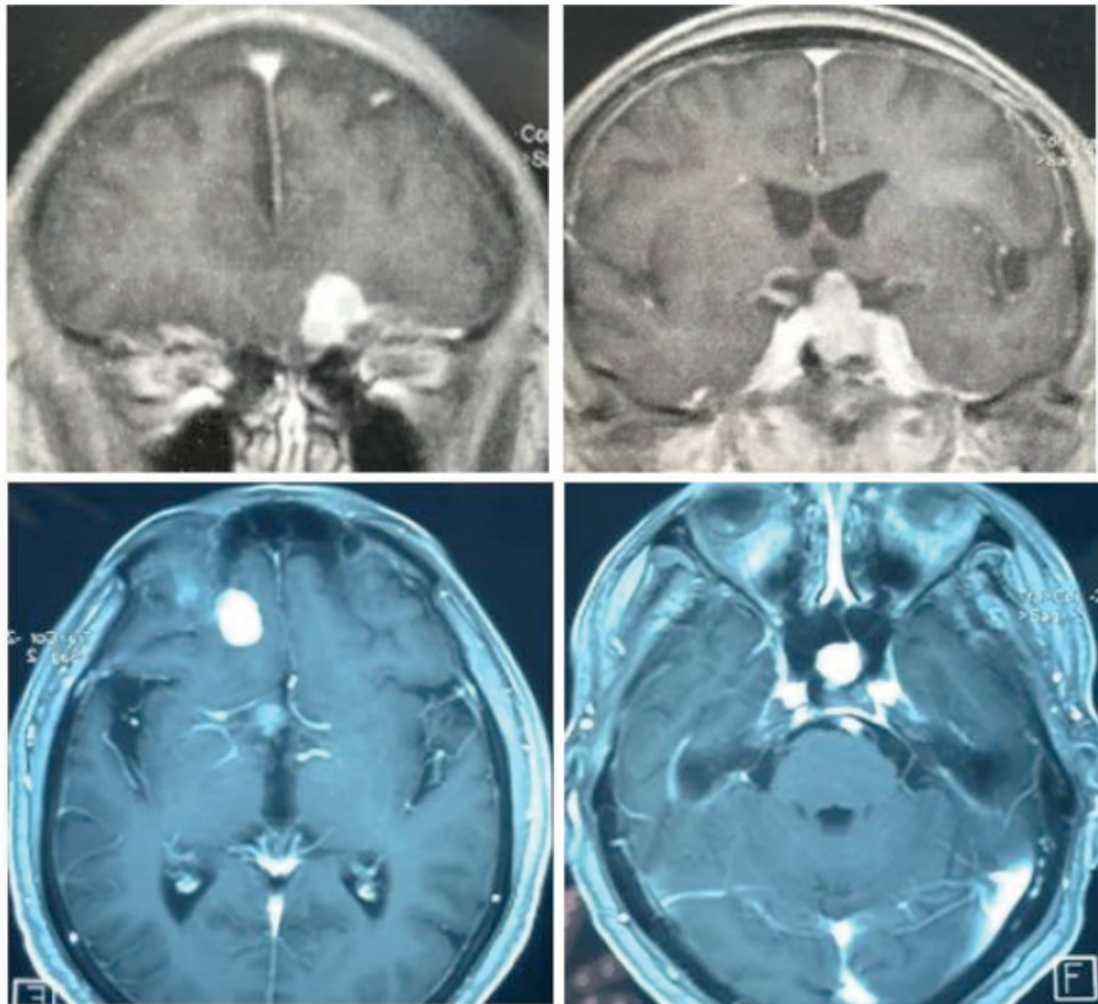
Brain MRI disclosing a meningioma (on the left side) and a PA (on the right side)
